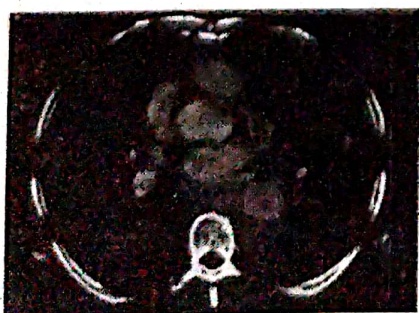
A și B. Examenul computer tomografic relevă o netă creștere în dimensiuni a formațiunii paraaortice.
